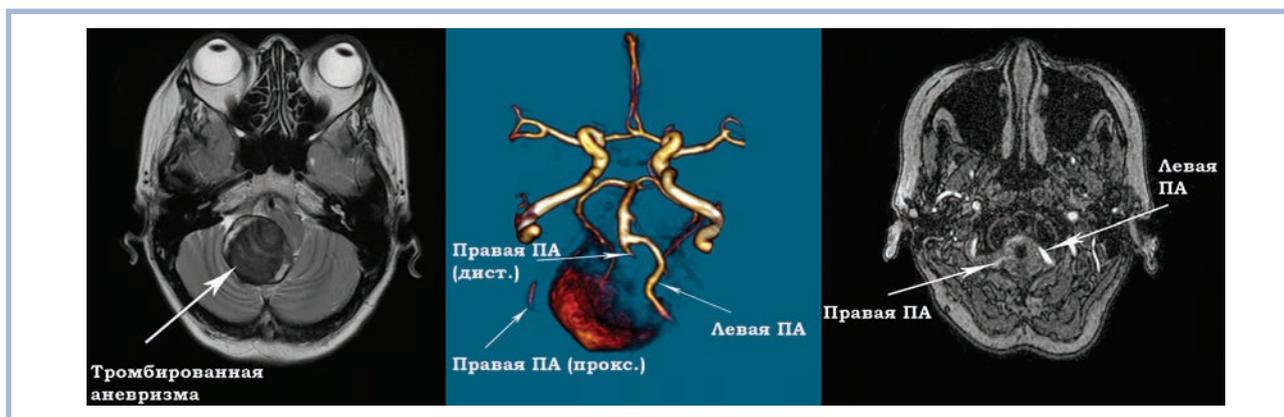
МРТ- и МР-ангиограммы и МР-ТОФ после эндоваскулярного вмешательства.
